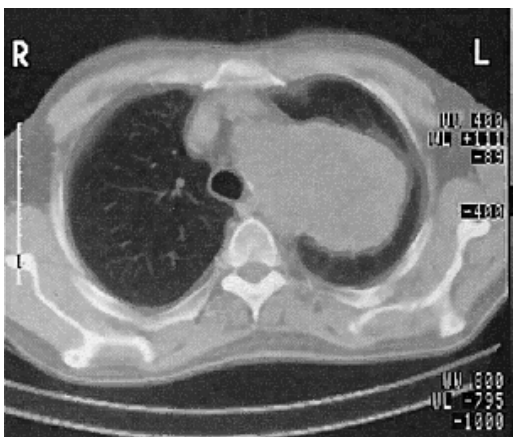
Computer tomografie toracică
